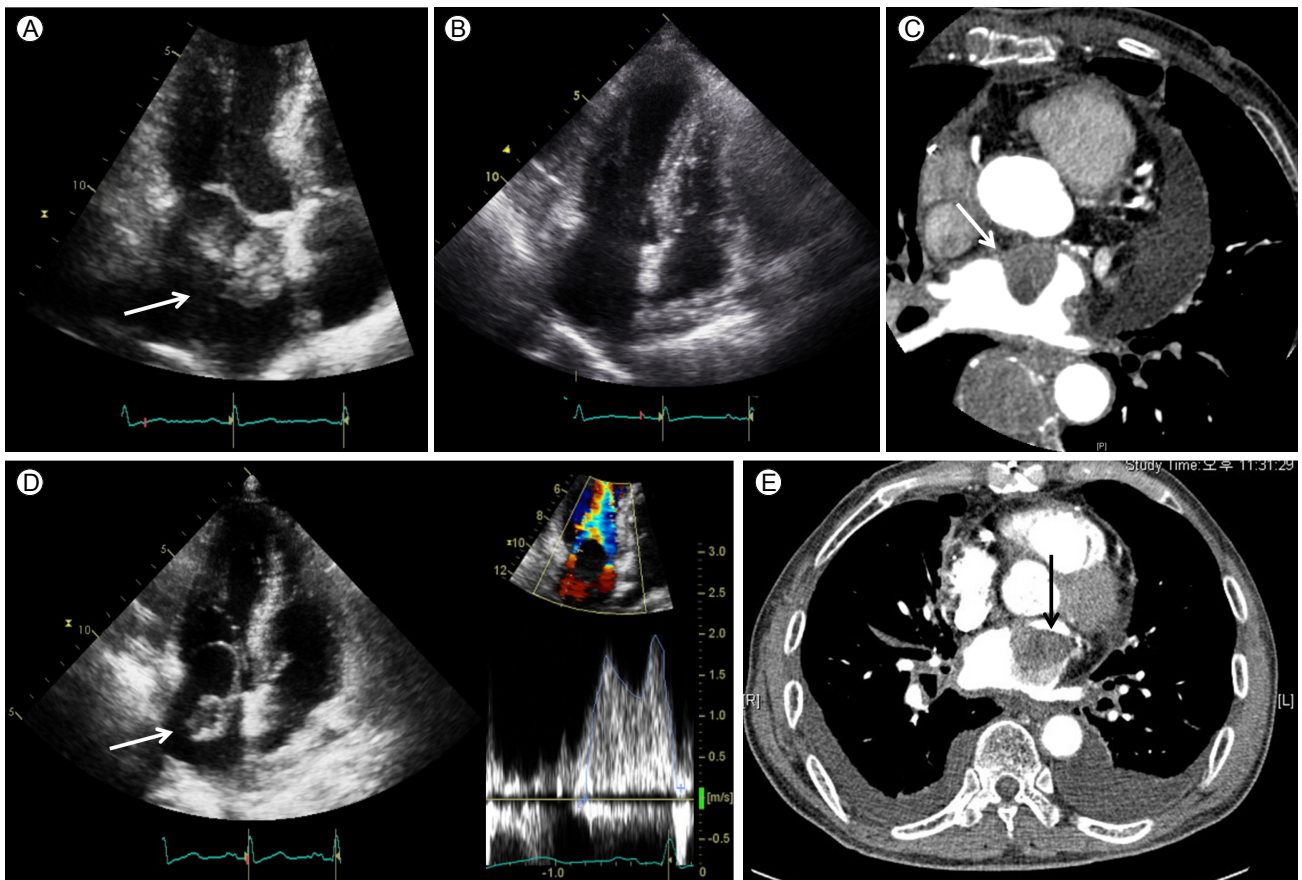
(A) A trans-thoracic echocardiogram before the first operation showed two different sizes of tumors (arrow, 5.6×1.8 cm, 2.8×2.2 cm) at the left atrium. (B) A trans-thoracic echocardiogram two months after the first operation revealed no remnant tumor. (C) A chest CT scan at two months after the first operation revealed 2.1×1.3 cm sized residual tumor (arrow) at the left atrium. (D) A trans-thoracic echocardiogram before the second operation showed an oval shaped cystic tumor (arrow, 4.1×2.4 cm) that mechanically obstructed the mitral valve (MDPG = 8.3 mmHg). (E) A chest CT scan before the second operation showed an enlarged mass in the left atrium (arrow, 3.6×2.4 cm). MDPG, mean diastolic pressure gradient; CT, computed tomography.
